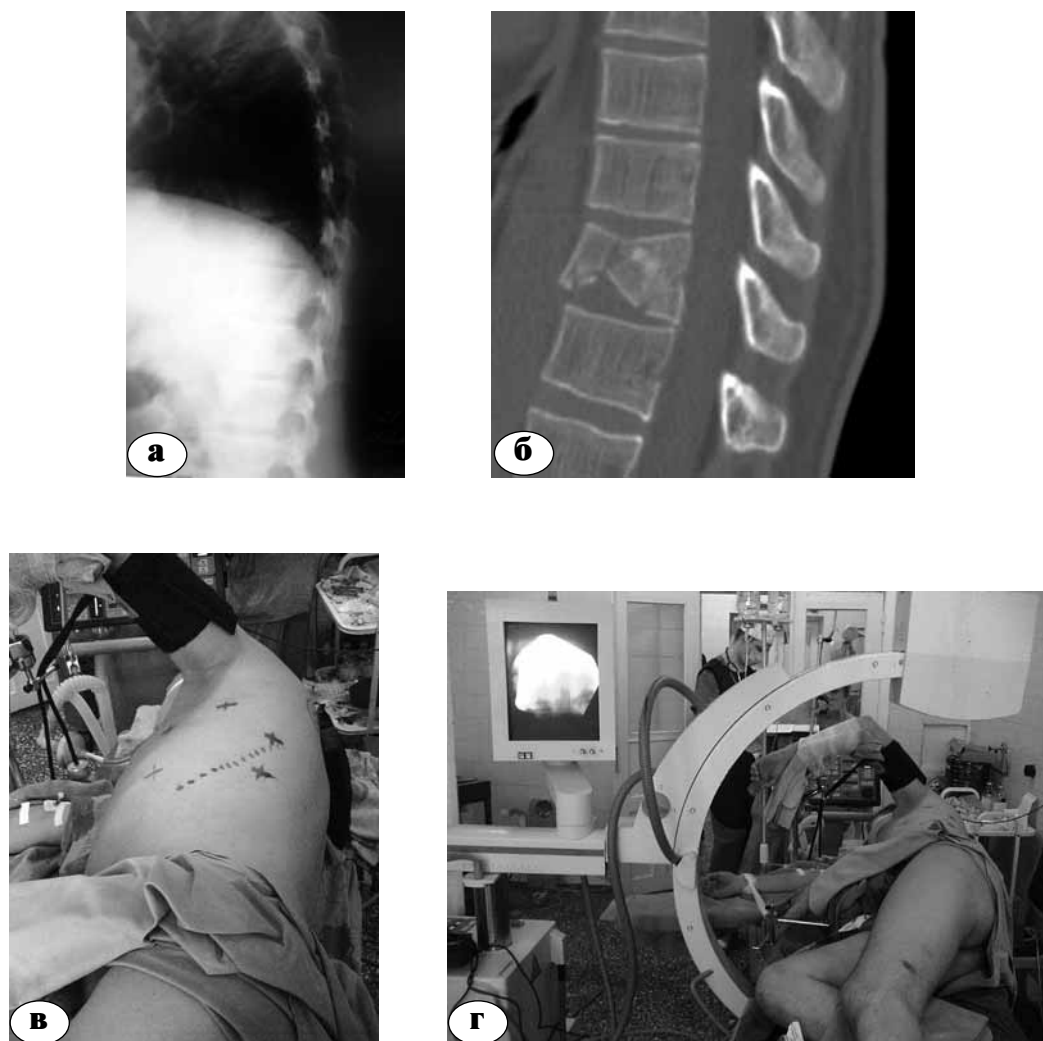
Пациент Г., 1976 года рождения, компрессионно-оскольчатый перелом тела ThX позвонка (АИП по классификации АО/ASIF): а – рентгенограмма; б – сагиттальная реконструкция КТ; в, г – интраоперационные фотографии ЭОП-разметки
